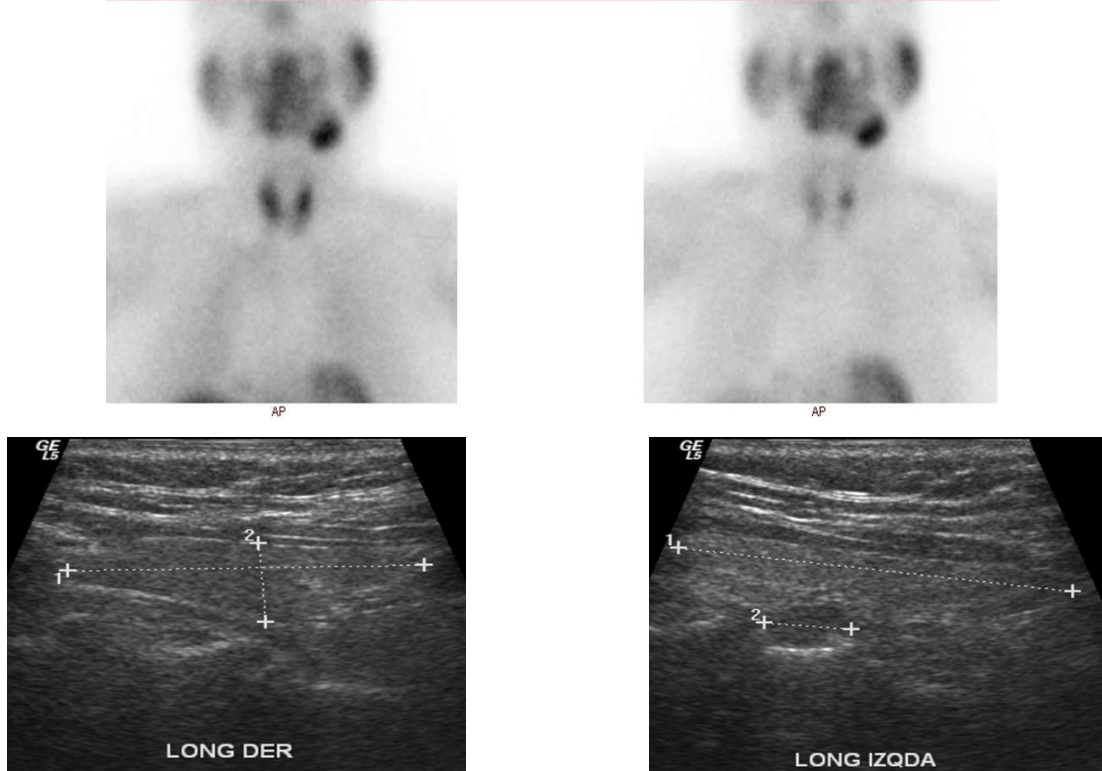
Gammagrafía y ecografía de paciente VN de la PTHio y FP de la GGio, en el que se tuvo que ampliar la incisión a ECB, encontrándose otro adenoma superior derecho retro-esofágico.
